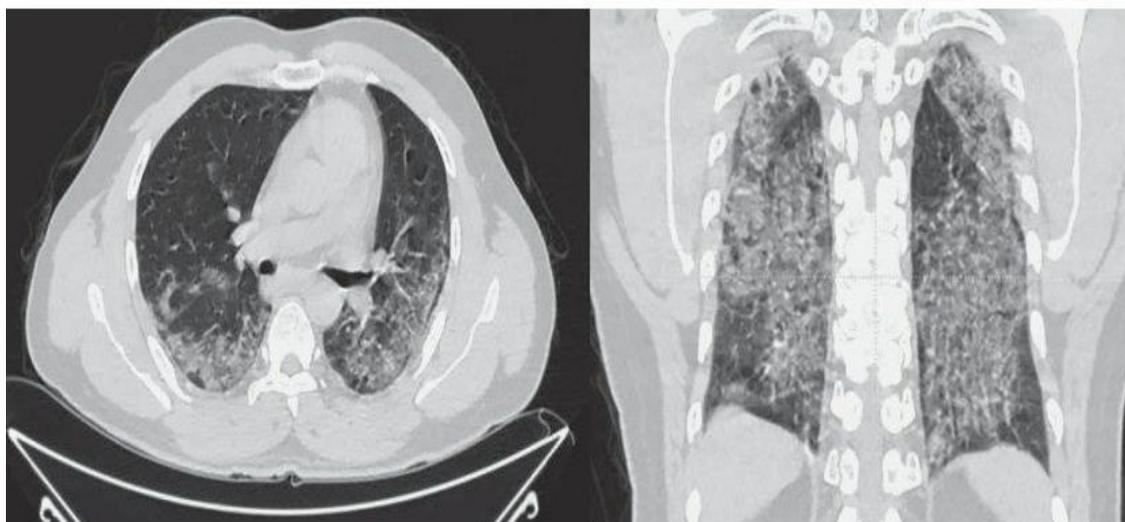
Компьютерные томограммы легких. Больного 49 лет. В большей степени поражены дорсальные отделы легких. ПЦР - тест отрицательный.
